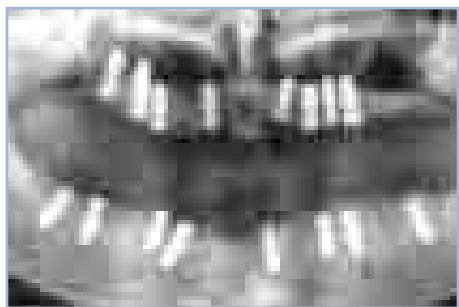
Controllo radiografico a 6 mesi di distanza
